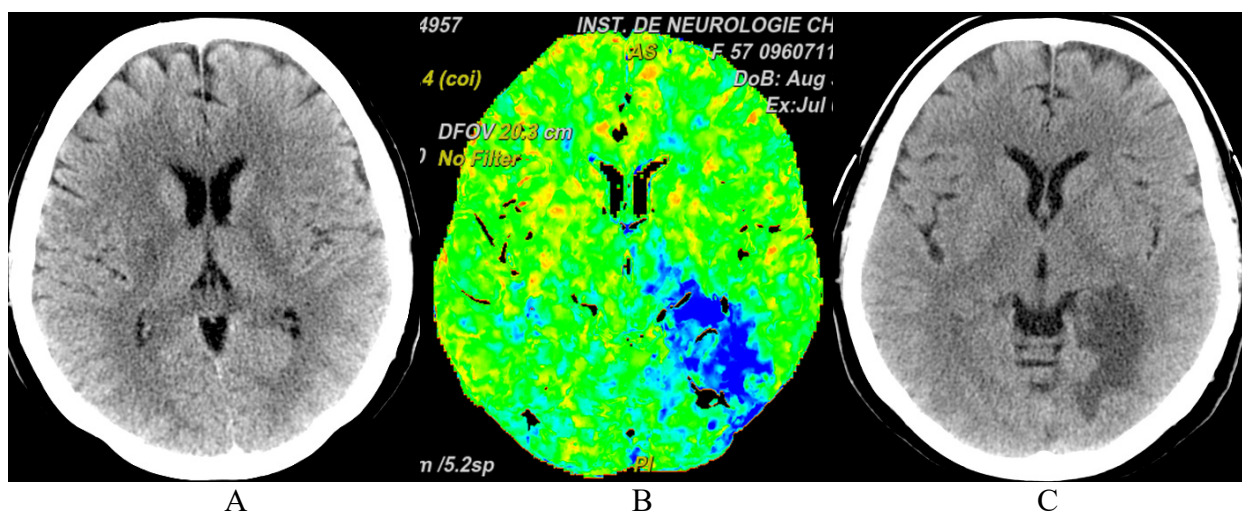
Tomografie computerizată și perfuzie computer-tomografică în bazinul circulației posterioare.
